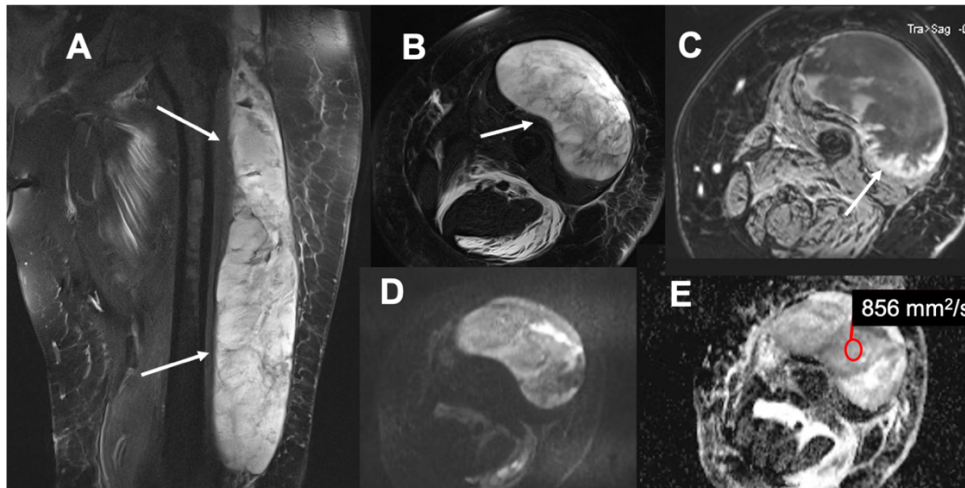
Sarcoma fusocelular de alto grado. A: Secuencia sagital T2FS con voluminosa masa que se extiende en toda la longitud del muslo (flechas). B: Secuencia axial T2 FS donde se evidencian la afectación profunda de la lesión (flecha). C: Secuencia axial T1 FS postcontraste con áreas de realce nodular periférico (flecha). D y E: Secuencia axial DWI, con valor de b alto y mapa ADC con valores marcadamente bajos.
